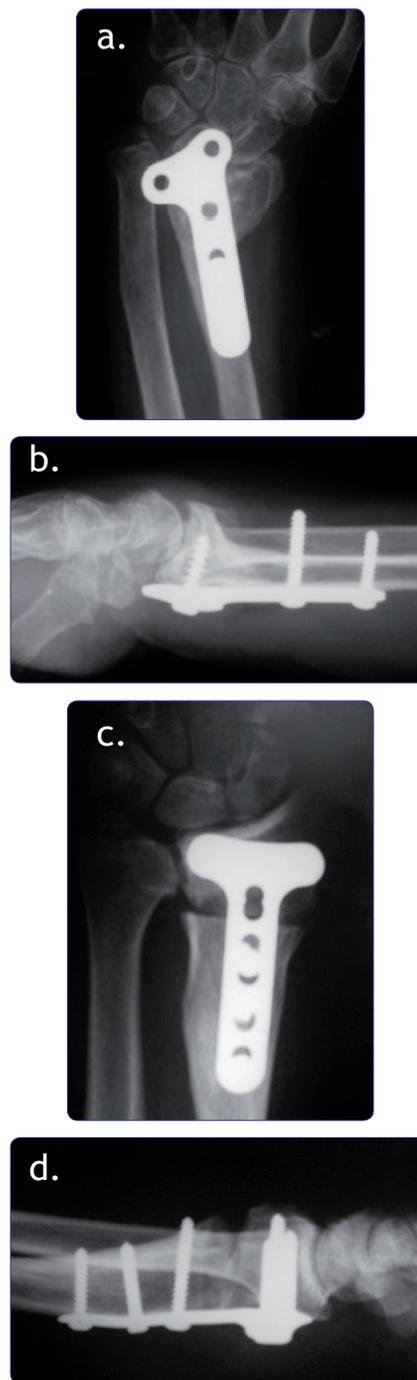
Radiografías que muestran las secuelas de una reducción abierta y fijación con placa en una mujer de 21 años. a) y b) En las radiografías preoperatorias se aprecia una marcada pérdida de la altura del radio y de la inclinación palmar. c) y d) Radiografía posoperatoria con la corrección de la deformidad.
